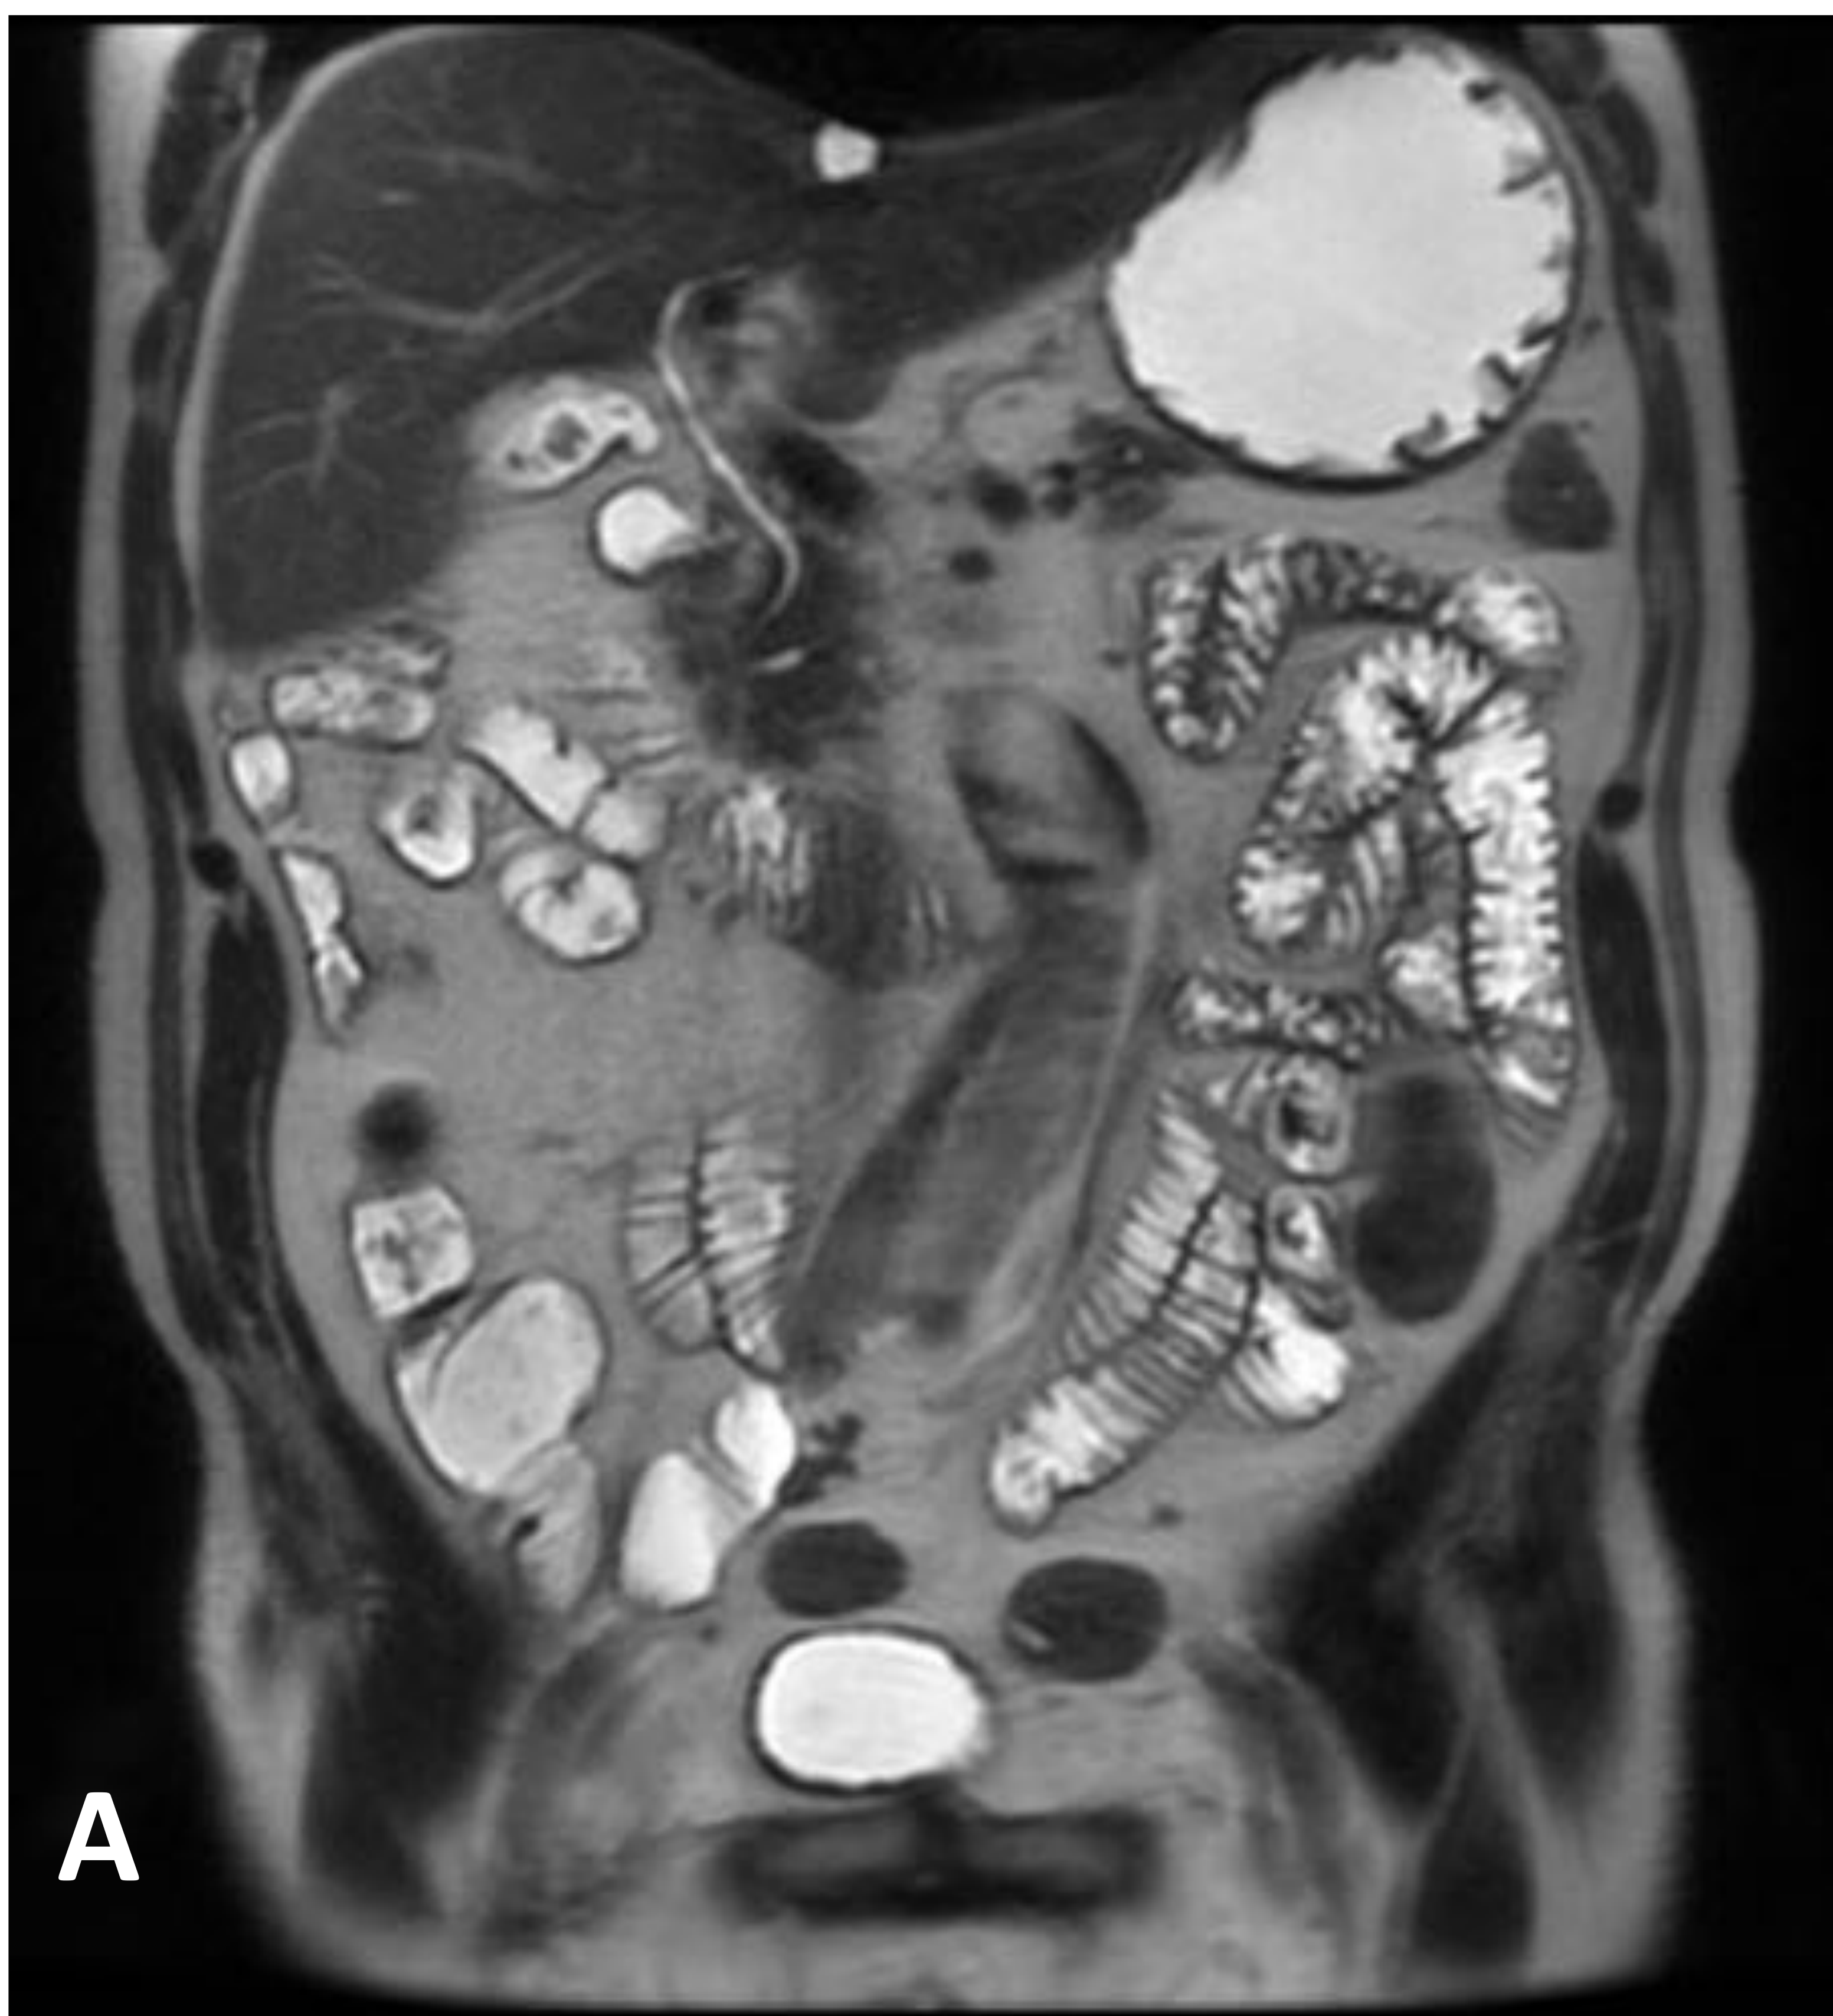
Estudio de entero RM tras la administración de agua y manitol como contraste oral. Imagen potenciada en T2 sin contraste (A) e imagen potenciada en T1 tras la administración de contraste paramagnético (Dotarem®) (B).
